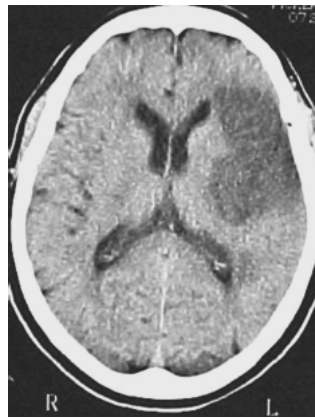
Acidente vascular cerebral isquêmico. Tomografia de crânio sem contraste, revelando área de acidente vascular cerebral isquêmico com 24 horas de evolução, acometendo parte do território de artéria cerebral média esquerda (L).
